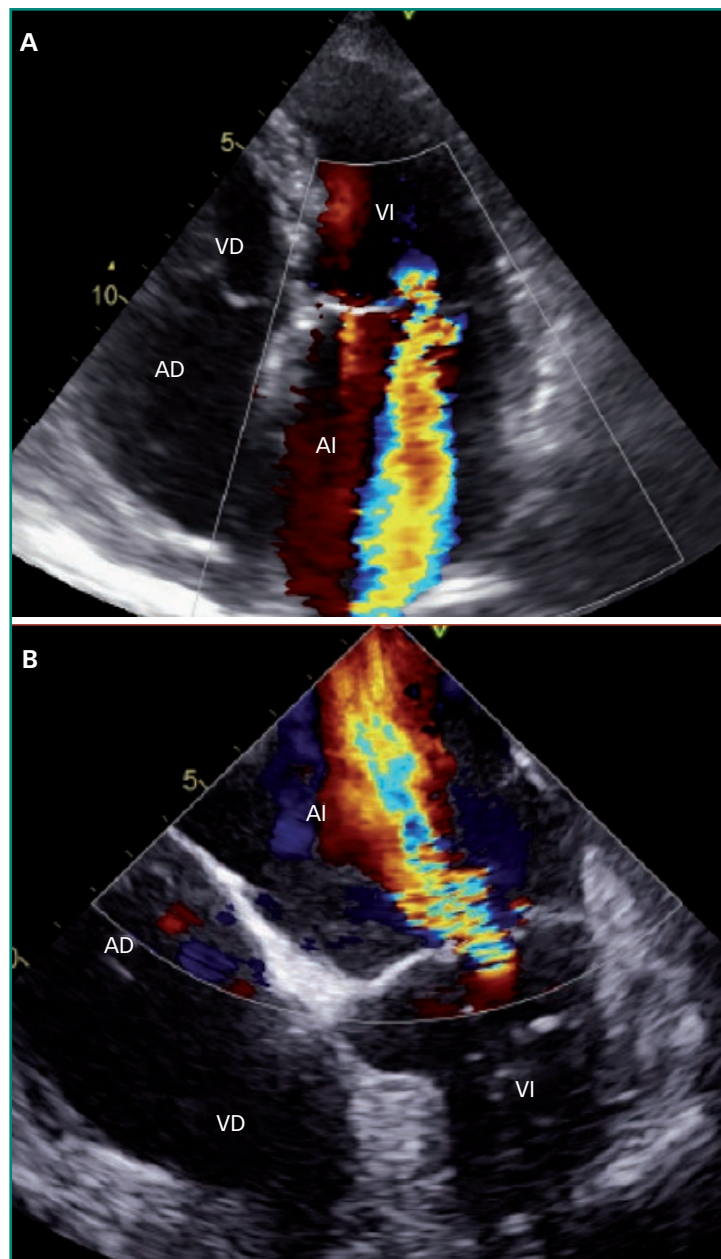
Plano de cuatro cámaras de doppler en color mediante ecocardiografía transtorácica (A) y ecocardiografía transesofágica (B) que muestra un jet de regurgitación mitral grave.
